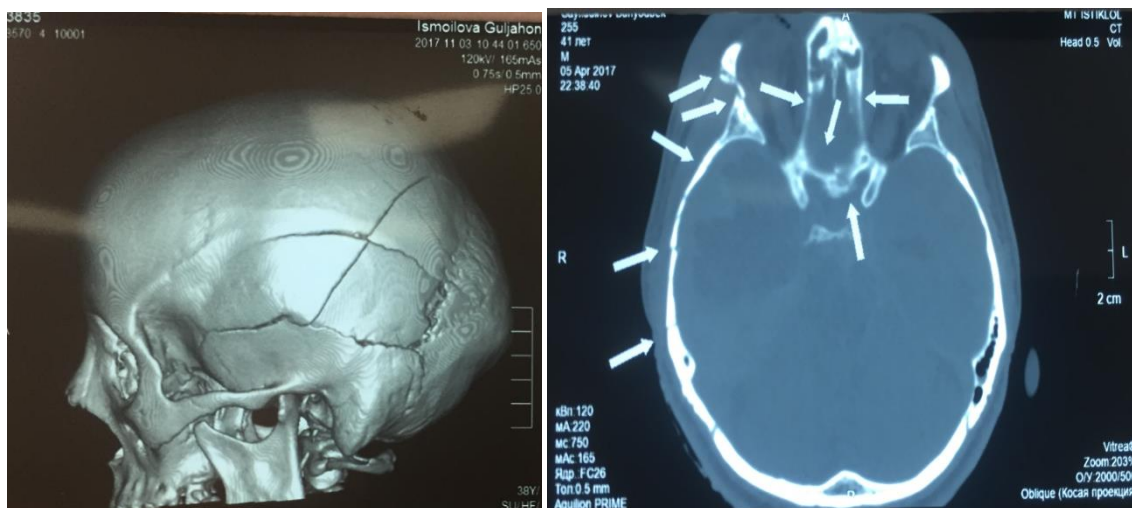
КТ. Перелом черепа. На 3D рисунке отмечается линейный перелом теменной и височной костей с переходом на ламбдовидный шов. На аксиальном срезе в костном режиме отмечается перелом основания черепа, стенки орбиты и височной кости справа
